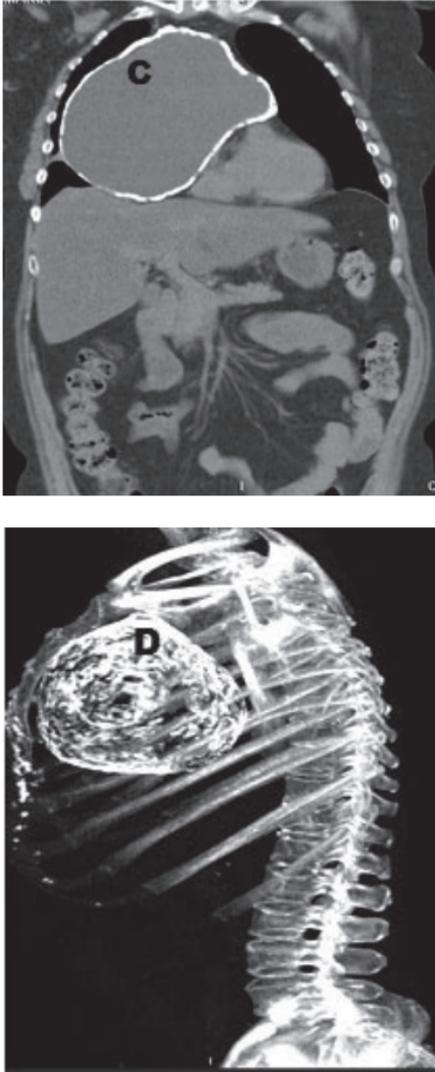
C: TC de tórax y abdomen sin contraste corte coronal. Muestran gran masa a nivel de mediastino anterior con calcificación mural. D: Reconstrucción 3D lateral izquierda. Es característico de teratoma maduro
